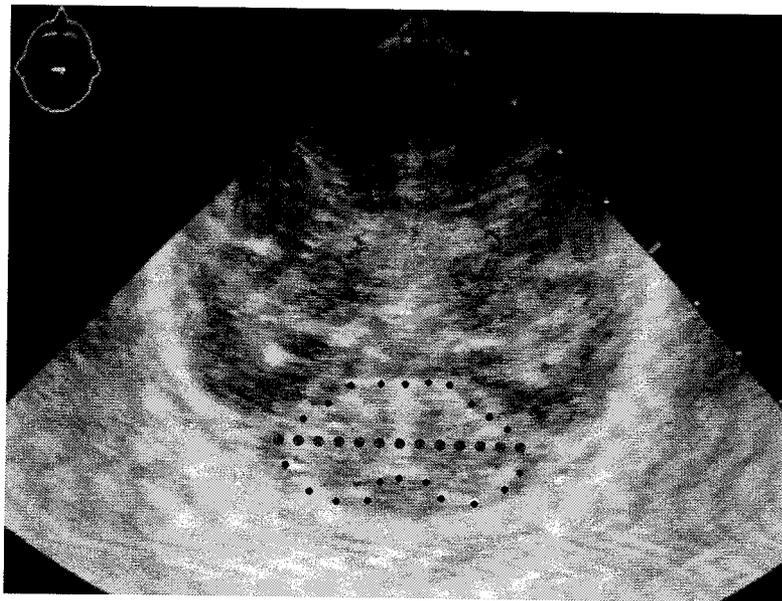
Ultrasonido transfontanelar en corte coronal medio, en el cual se visualiza el cerebelo, y se ilustra la medición del diámetro transverso cerebelar que se hace trazando una línea interhemisférica.
